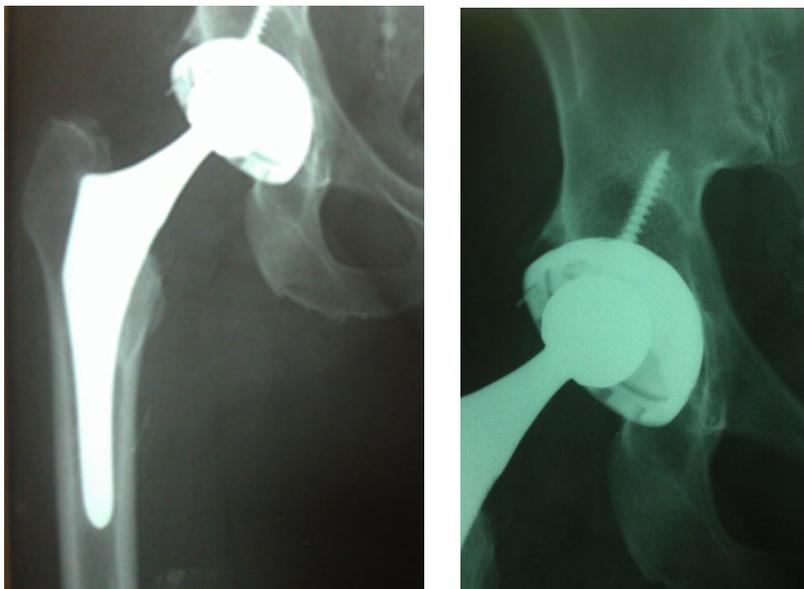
Рентгенограммы пациентки Ф., через 3 года после ЭП ТБС
